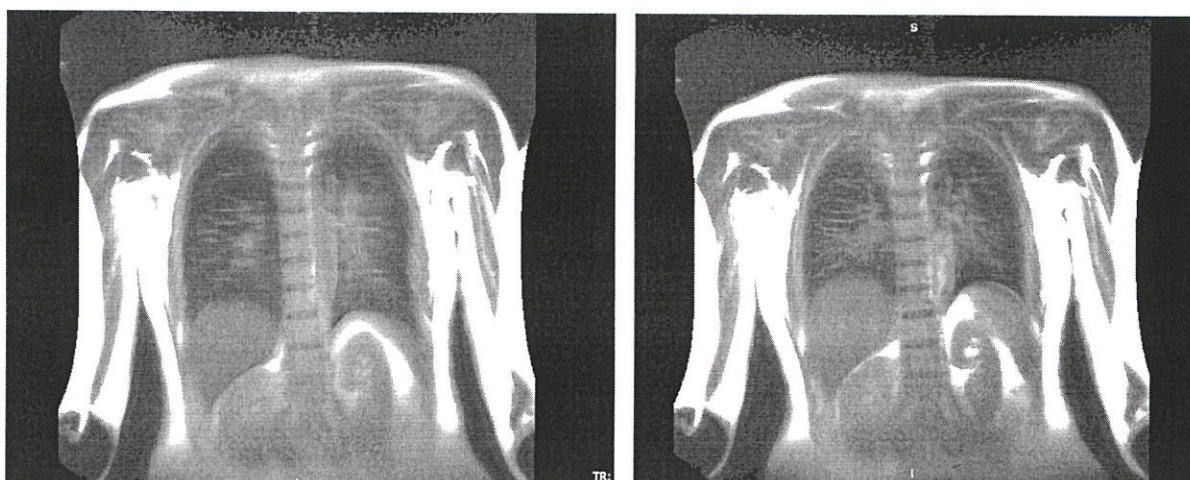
МРТ легких, корональная плоскость, SSGF ИП. Слева на высоте вдоха, справа – на максимальном выдохе
